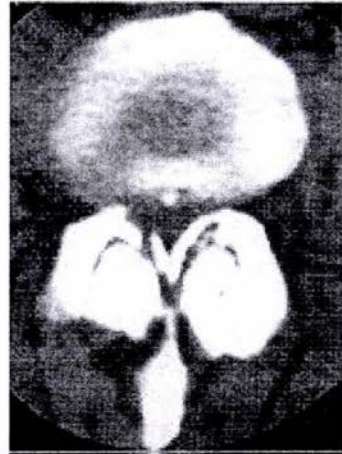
Tomografía Computada de un paciente con estenosis espinal, sintomático.
